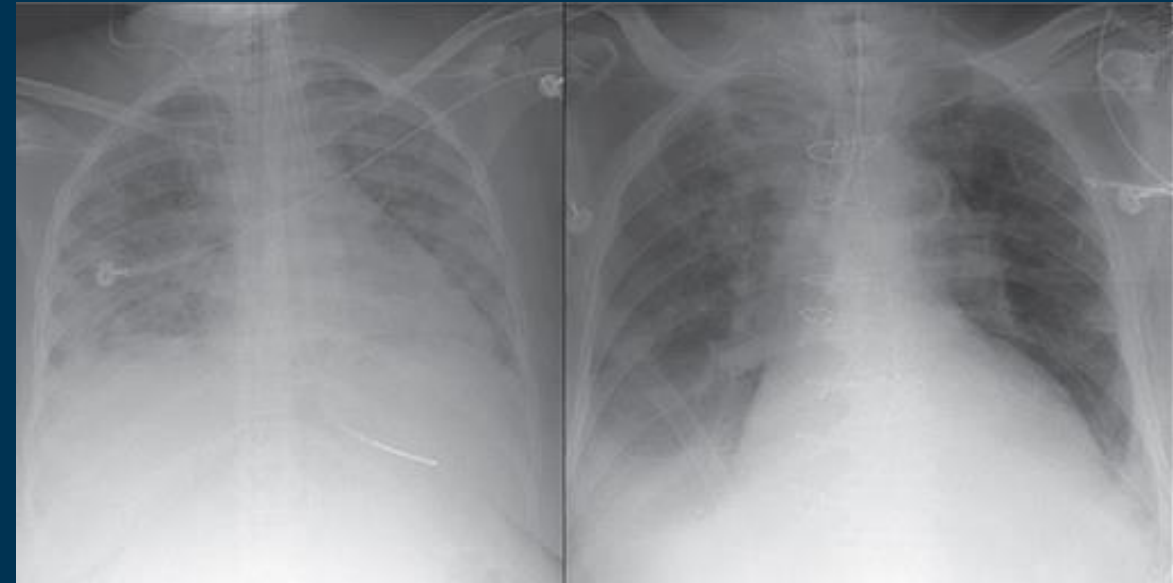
Двустороннее поражение легких на рентгенограмме.
